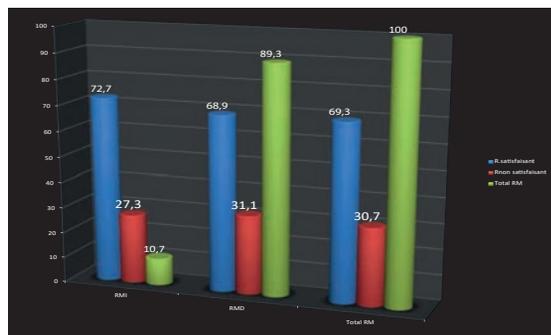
RÉSULTATS COSMÉTIQUES GLOBAUX (APPRÉCIATION PAR LES CHIRURGIENS ET LES PATIENTES) ET SELON QUE LA RM FAITE EN IMMÉDIAT OU EN DIFFÉRÉ
